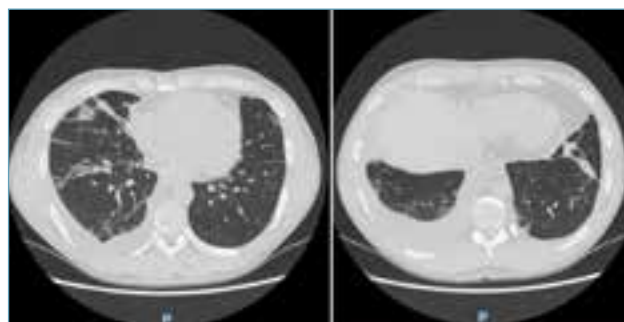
TC di controllo dicembre 2019: versamento pleurico bilaterale più marcato a destra, aree di *ground-glass* a livello del LIDx, opacità con *pattern* perilobulare subpleurico a livello del lobo medio e del LISn, consolidamento a livello del LISn.
